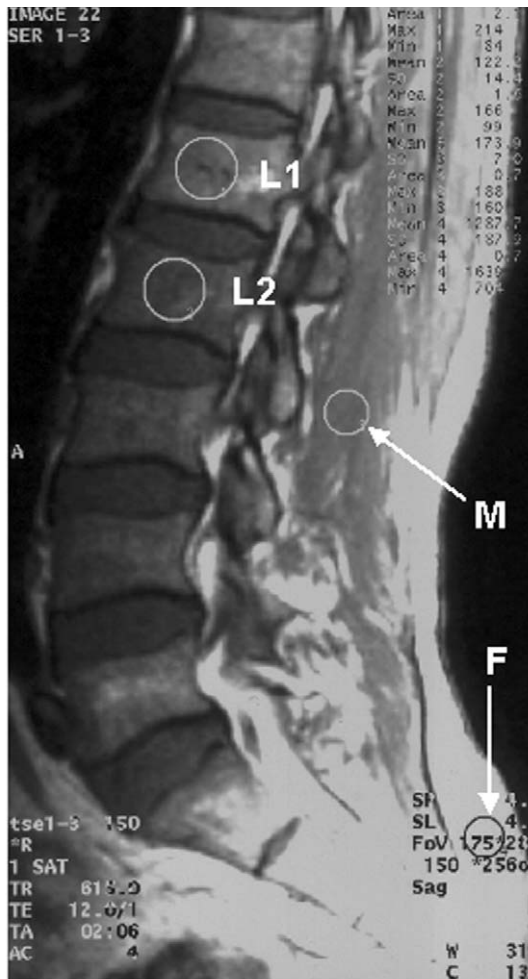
Measurement of bone marrow MR signal indices. Bone marrow signal intensities were measured at T12, L1-5, S1 vertebral body (Only L1 and L2 are shown here.) of sagittal view of T1-weighted image (TR 615/TE 12). For the reference, signal intensities of paravertebral muscles (M) and subcutaneous fat (F) at the upper hip were measured at the same view.
